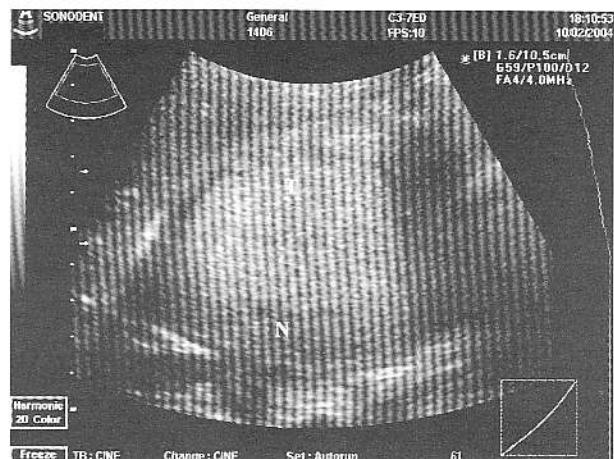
Ecografie în scară gri - Imagine mărită a formațiunii tumorale renale drepte (T – formațiunea tumorala, N – structura nodulară hipoeogenenă).
